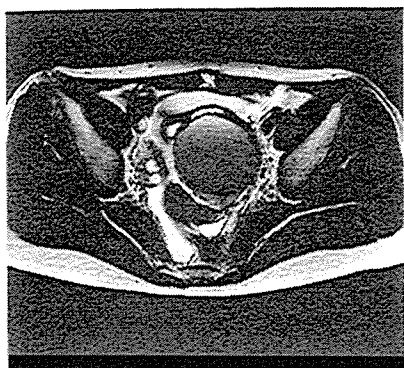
MRI T<sub>2</sub>強調画像(横断面)
